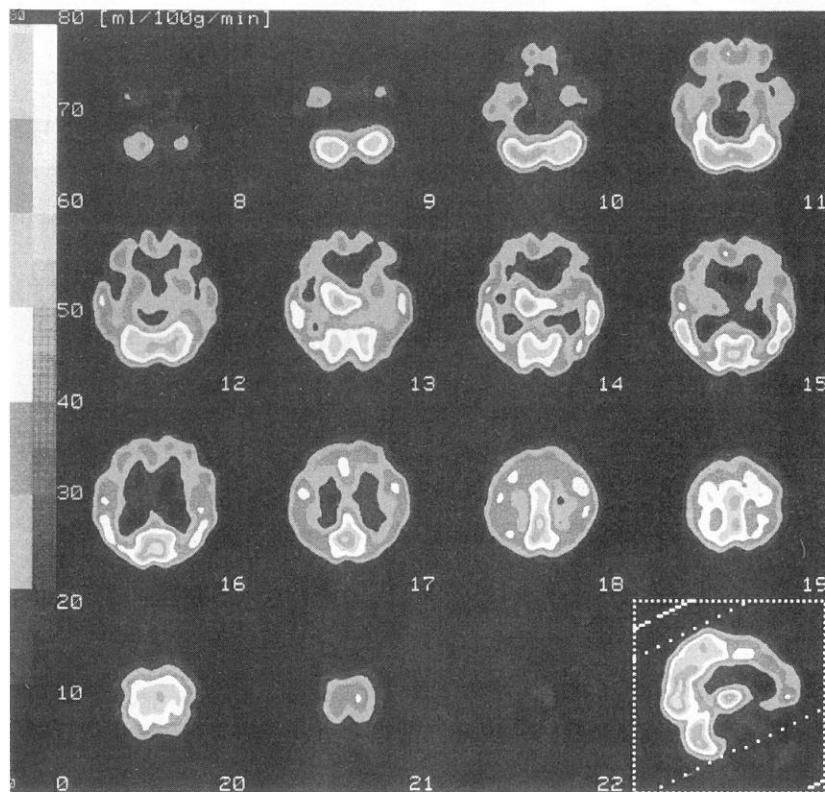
74歳女性、経過 3 年 (図 4 に頭部 MRI を示した症例)
